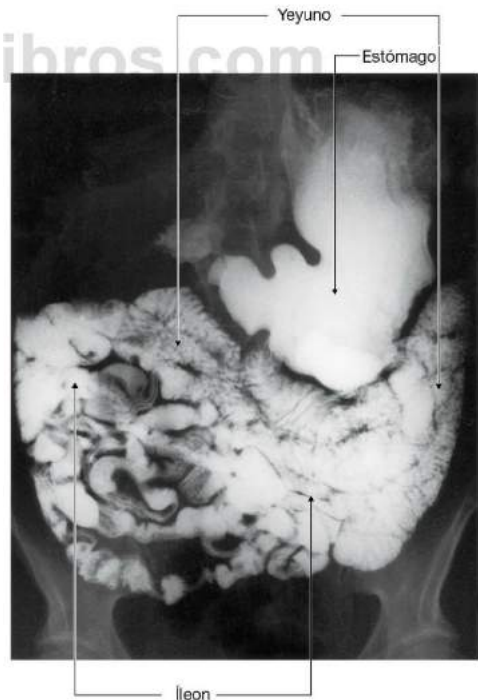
Radiografía con contraste de bario que muestra el yeyuno y el ileon.
